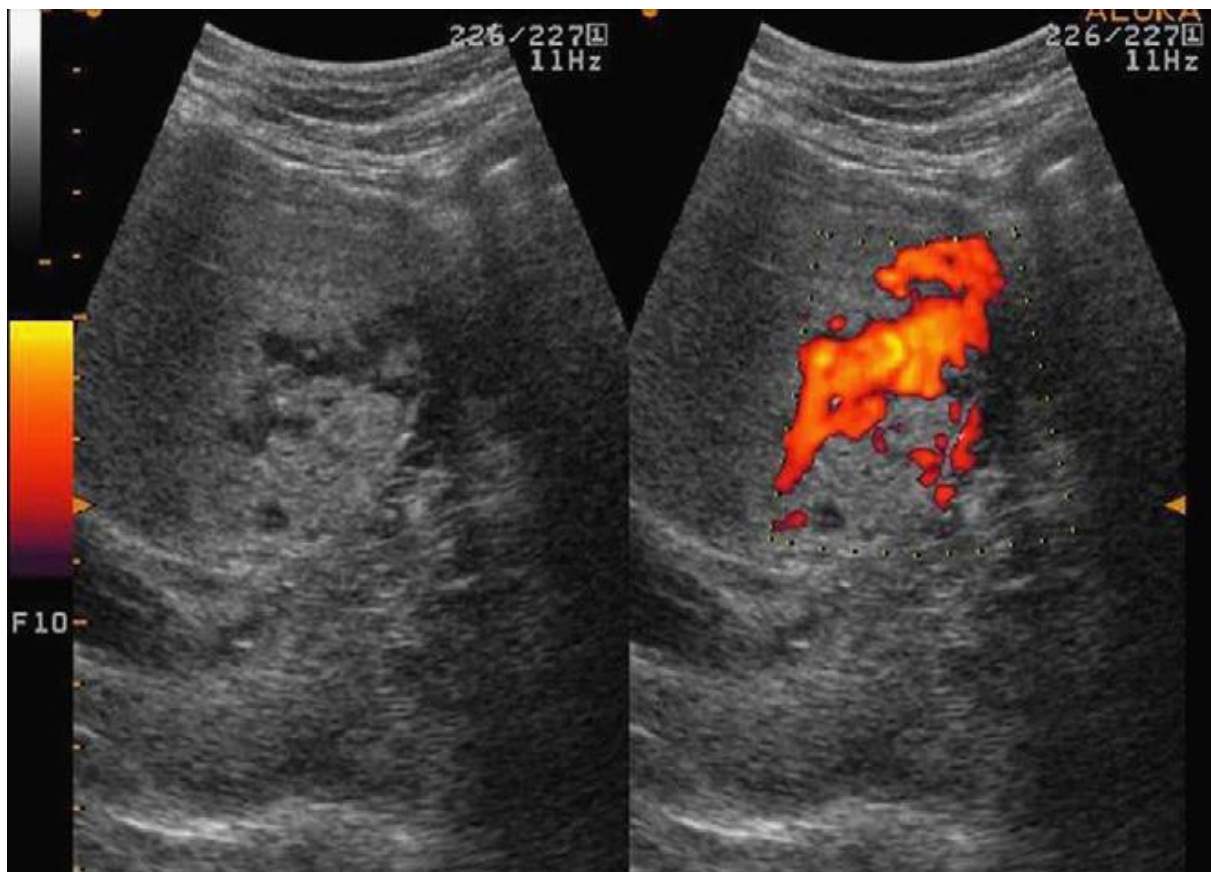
nombreuses lacunes intraplacentaires correspondants à des lacunes vasculaires au doppler
